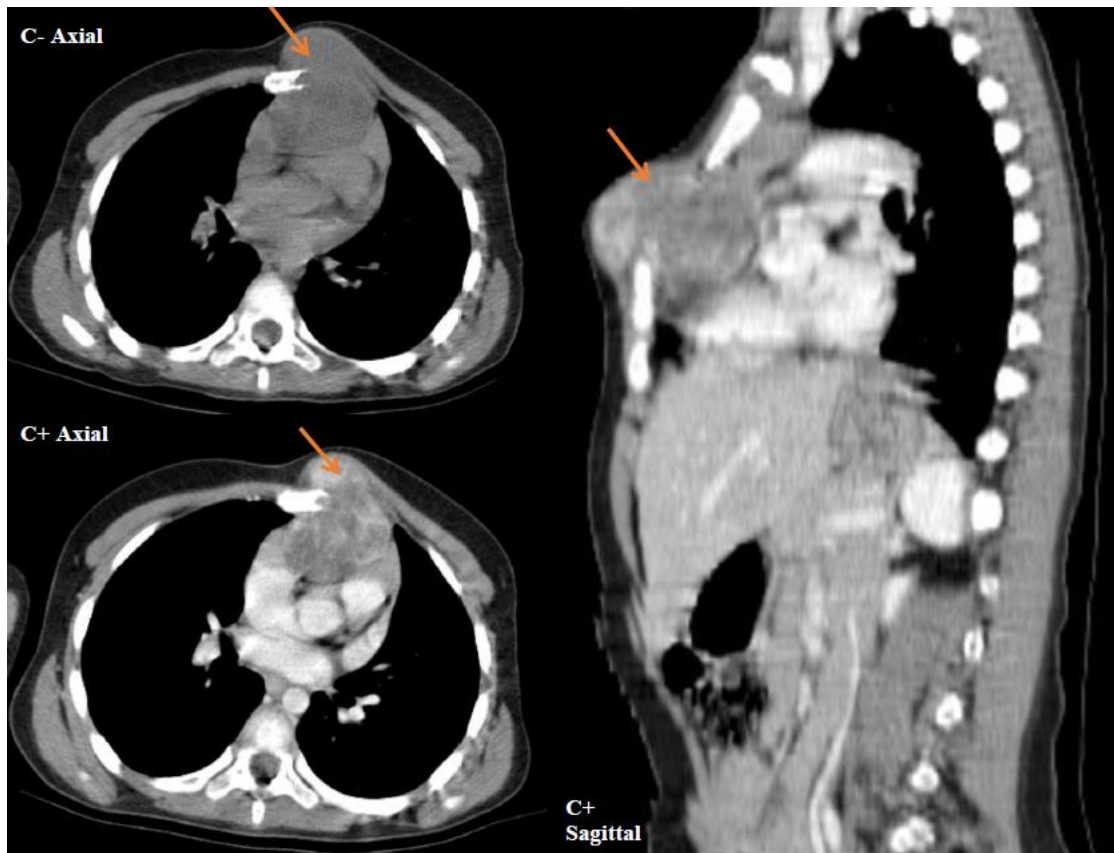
TDM thoraco-abdomino-pelvienne :
